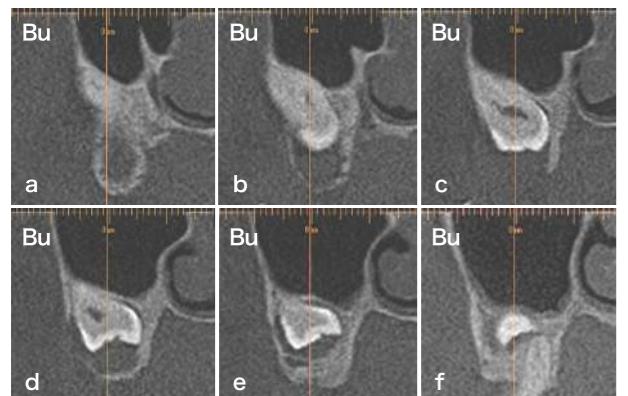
CT画像では遠心から順に見ていくと、囊胞の形状と骨の状態が把握できる。
